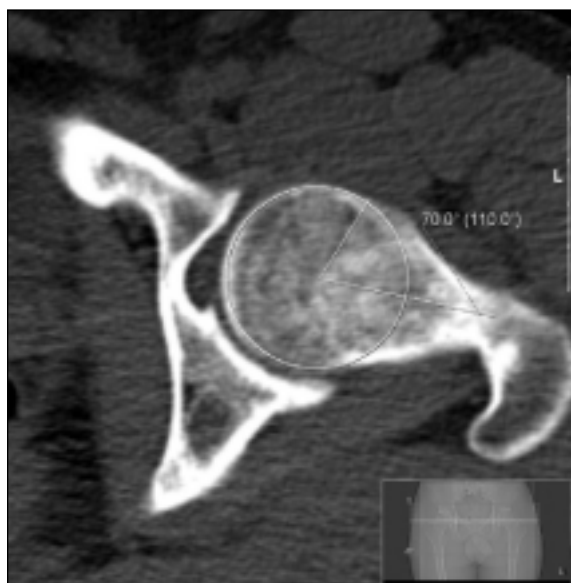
Imagem de TC: visão transversal. O ângulo alfa permite quantificar a perda de esfericidade da cabeça femoral. É definido por duas linhas com um ponto comum no centro da cabeça femoral, sendo que uma se prolonga pelo eixo central do colo e a outra se dirige para o ponto da periferia da cabeça femoral que excede o seu raio. Um ângulo superior a 55° sugere perda da esfericidade da cabeça femoral e predisposição para conflito do tipo «cam».
